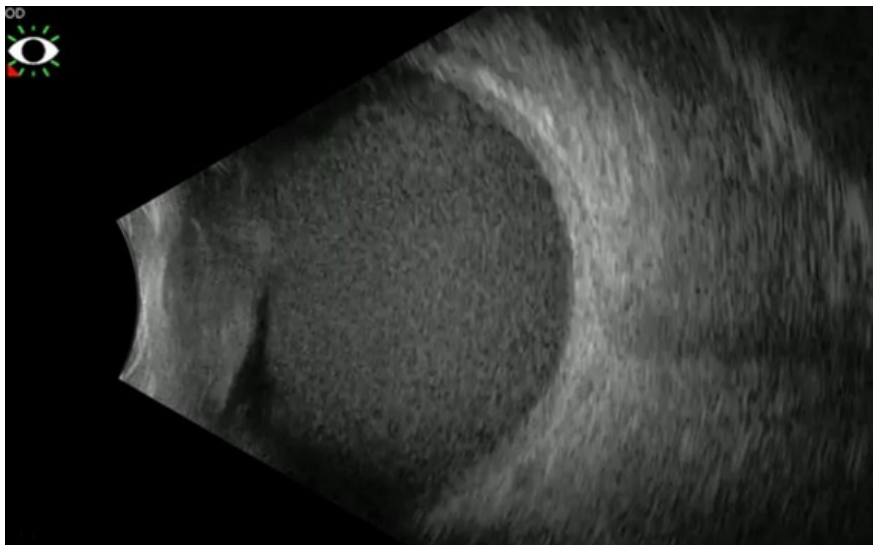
Ecografía modo B del OD. Aumento difuso de la ecogenicidad, compatible con hemorragia vítrea. (Fuente: Historia Clínica)
